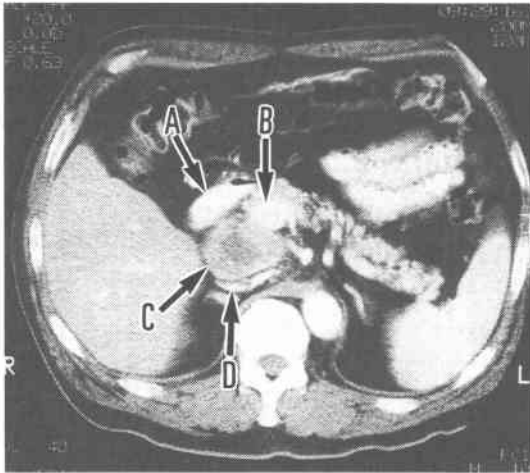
肝動脈よりリビオドールを注入した直後に撮影したCT像である。肝内と膵頭部背側の腫瘤の右半側にリビオドールの集積が認められる。
